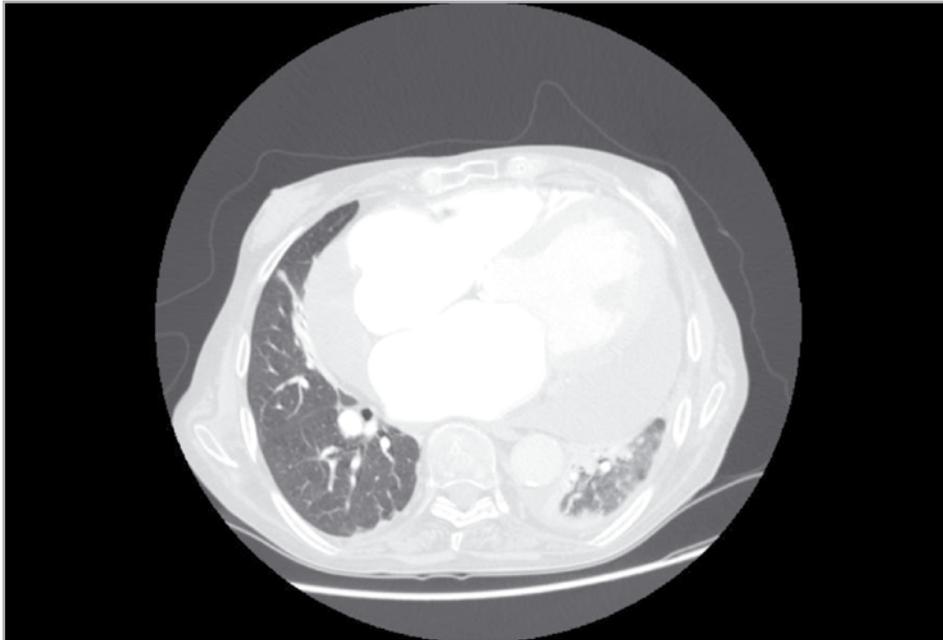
TAC torace (aprile 2012): particolare per il parenchima polmonare
